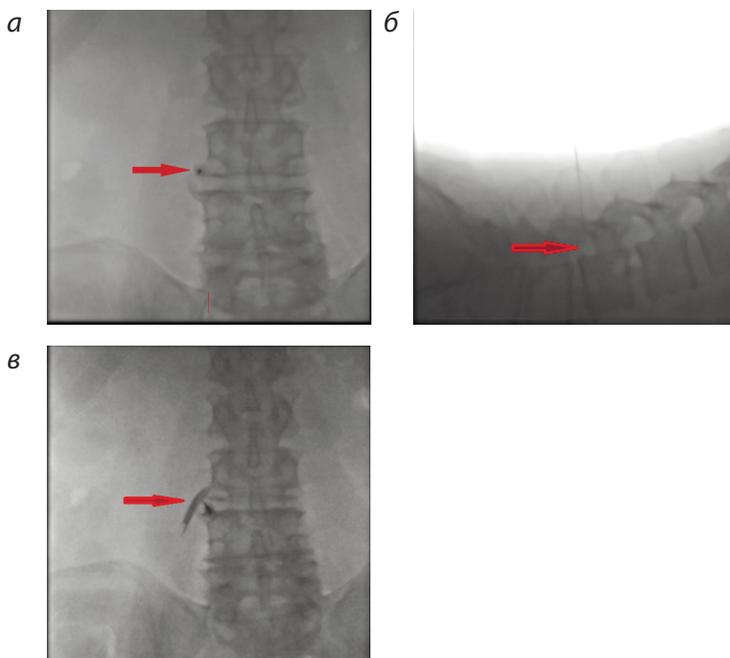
Трансфораминальный селективный блок левого корешкового нерва L3. Рентгенограммы поясничного отдела позвоночника.
